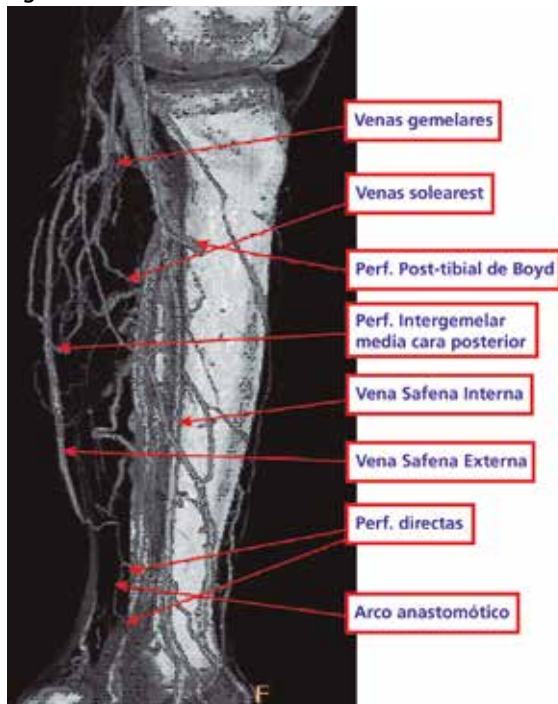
Imagen original del Dr. José Ovelar y del Dr. Jorge Cédola a quienes agradecemos esta imagen con Tomografía axial computarizada multisección con contraste que muestra los múltiples comunicantes entre los sistemas safénicos.
